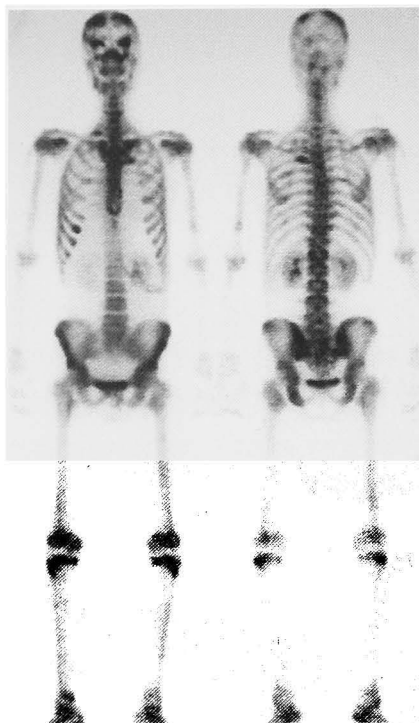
Bone scintigraphy revealed multiple bone disease.
